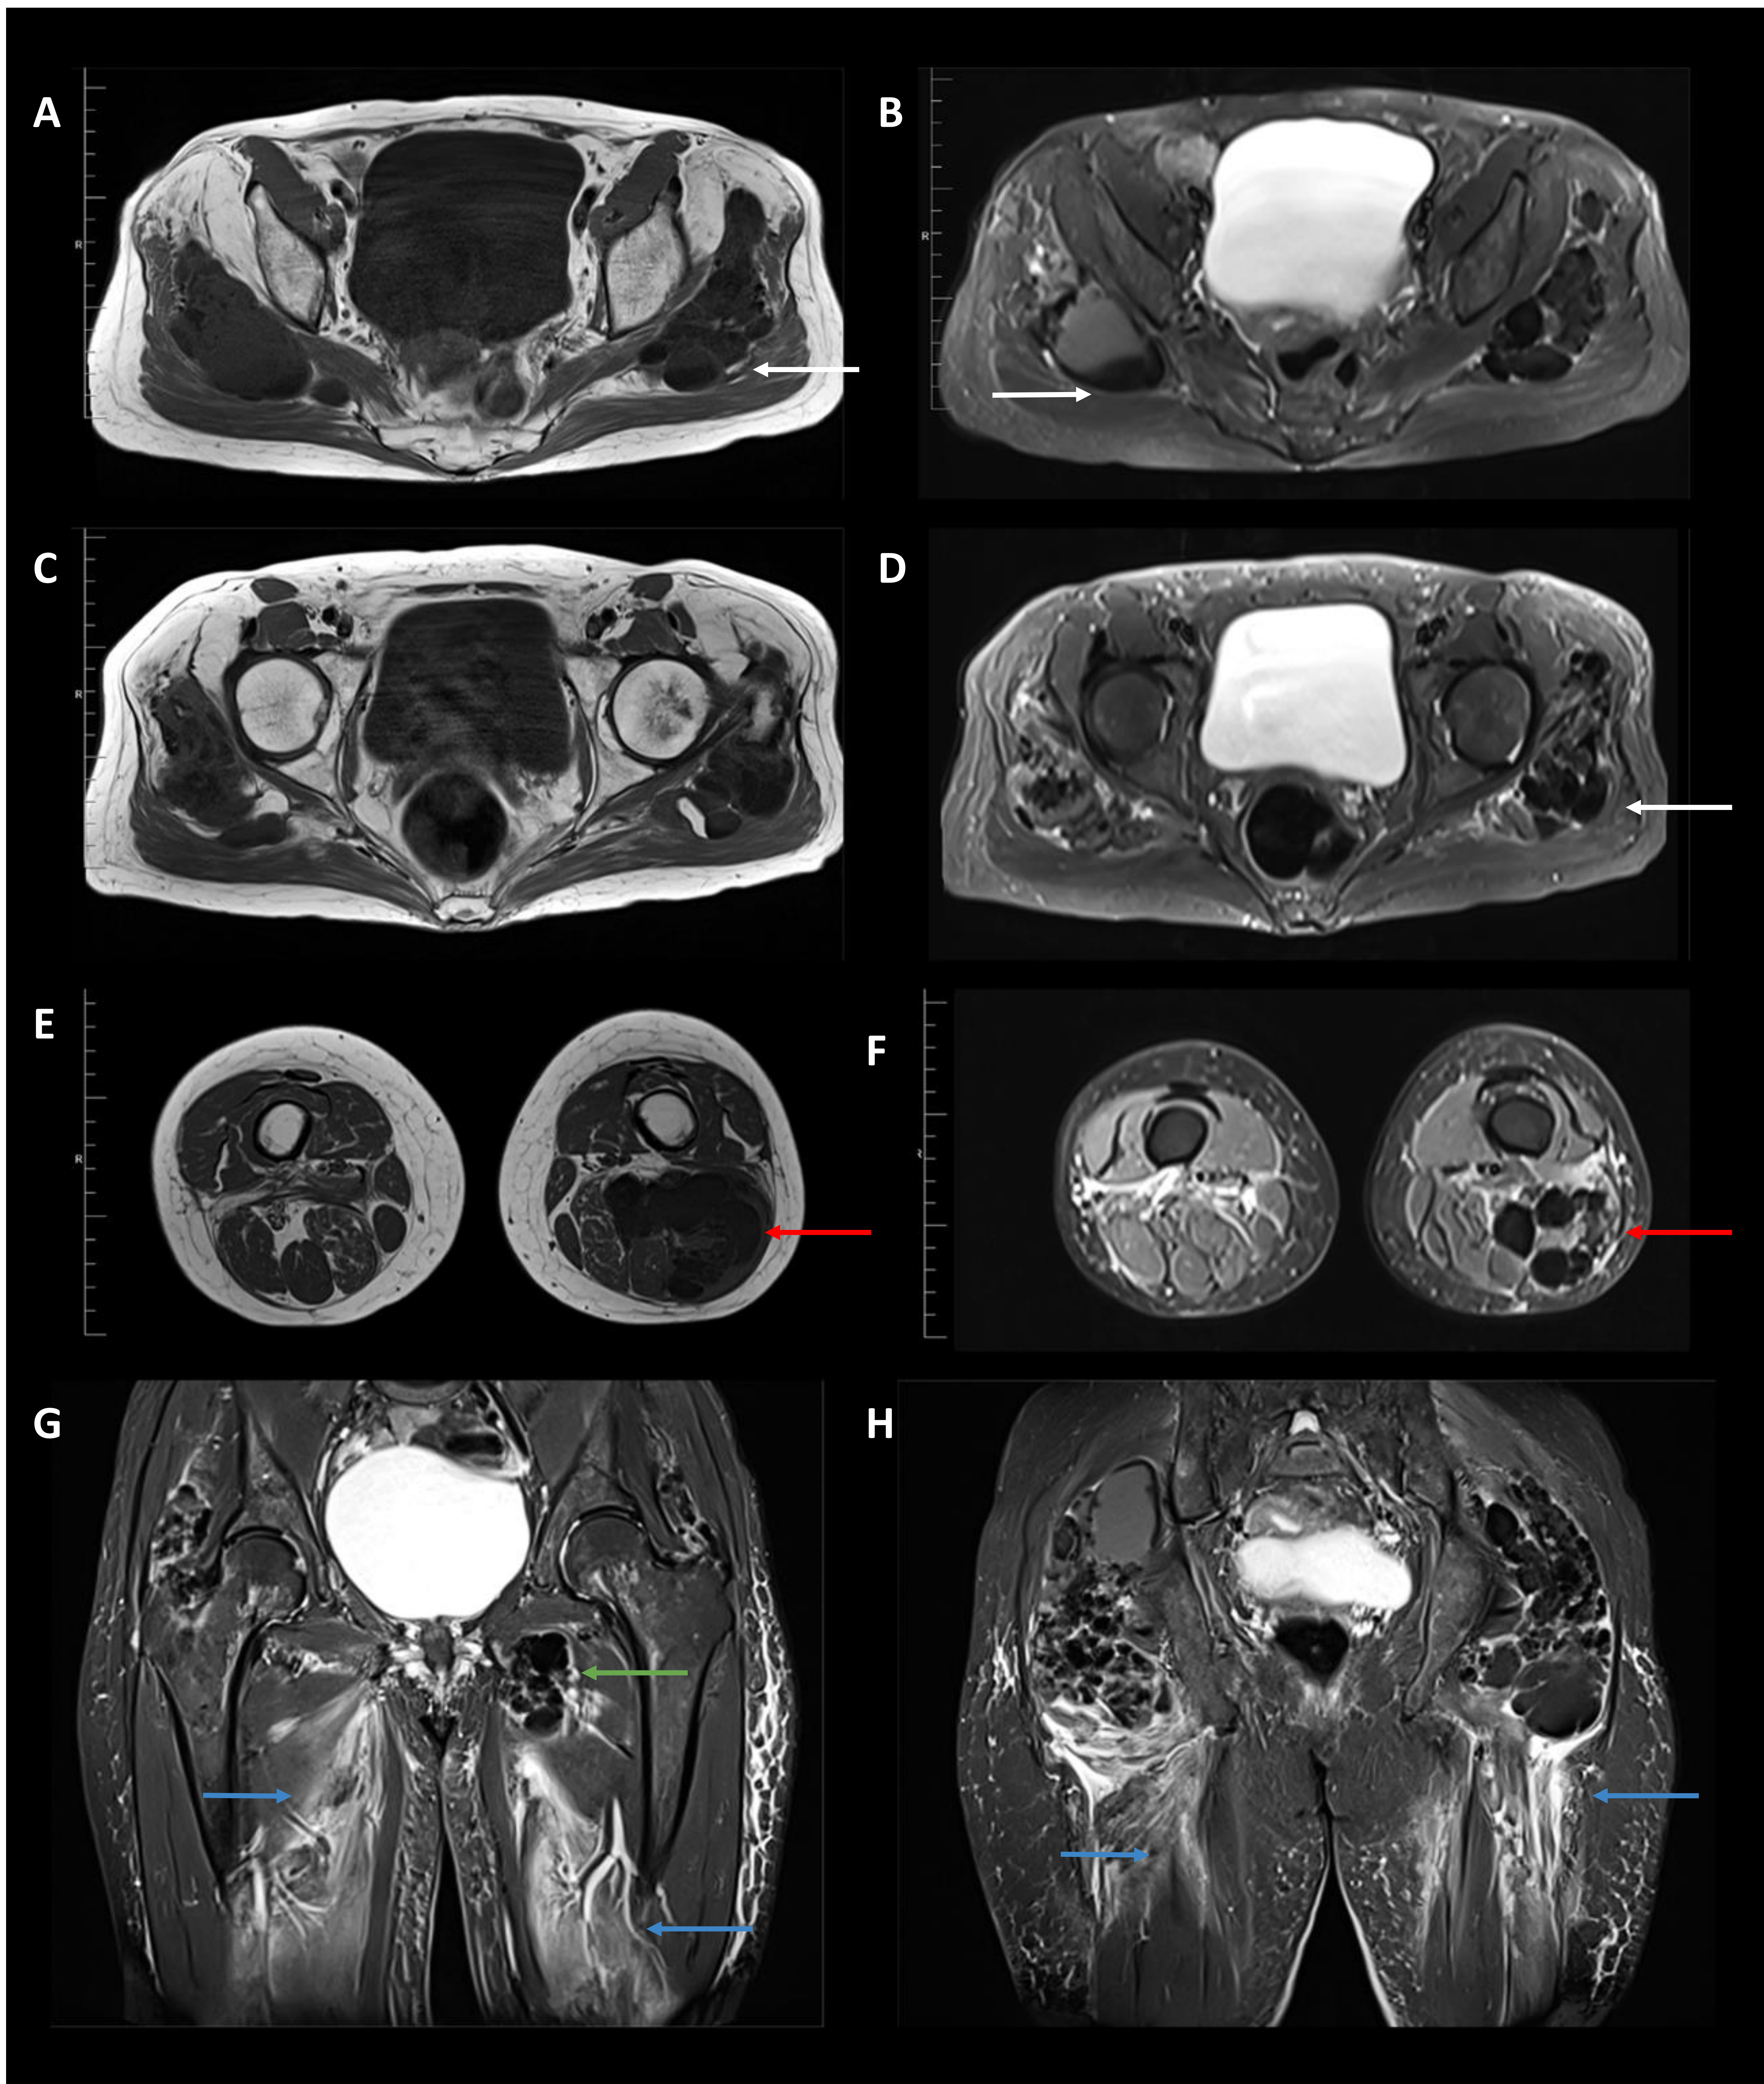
MRI T1 axial (A, C y E), STIR axial (B, C y F) y STIR+Gd coronal (G y H). Voluminosas masas de aspecto polilobulado que afectan regiones peritrocantéricas, de componente sólido cálcico y predominantemente componente quístico multitabicado (algunas con “*signo de sedimentación*” - flecha blanca), con alce periférico tras administración de Gd (G y H) y asociación de edema circundante (flecha azul) así como compresión extrínseca del nervio ciático derecho. Cadera Izquierda: afectación de músculo glúteo medio con extensión al glúteo menor y espacio isquiofemoral, con afectación limitada del cuadrado femoral. Cadera Derecha: afectación voluminosa en músculo glúteo menor que se extiende al espacio isquiofemoral y afecta al músculo cuadrado femoral. Adicionalmente asocia calcificaciones en el compartimento abductor izquierdo, afectando al músculo abductor magnus (flecha verde) y extensión de las lesiones en cara posterior del muslo (flecha roja).
